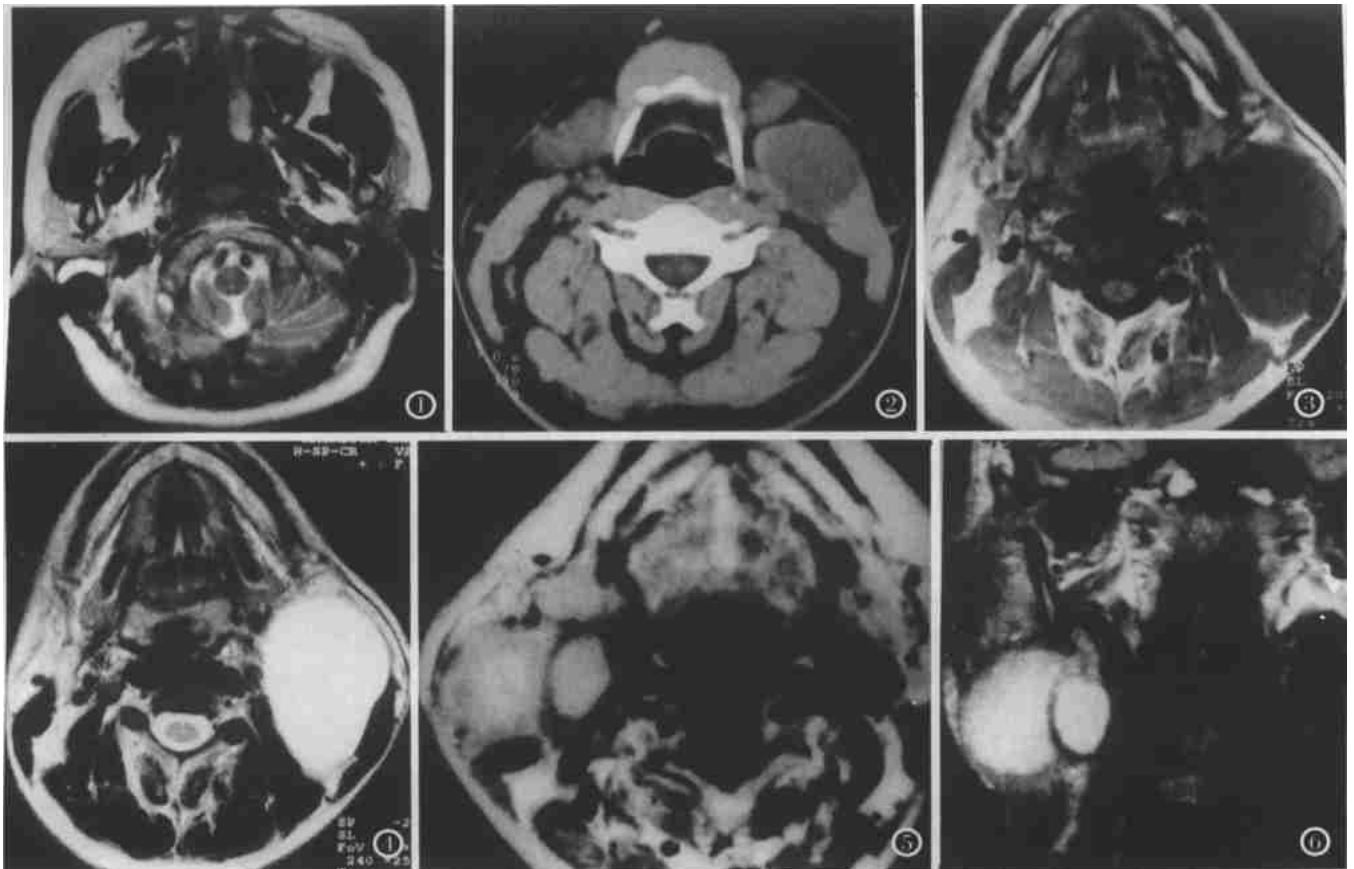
第一鳃裂囊肿。MRI上T₂WI表现为右侧腮腺上极条状高信号,边界清楚,与外耳道相通。图2 第二鳃裂囊肿, Bailey分型为I型,CT表现为囊肿边界清楚,位于左侧胸锁乳突肌的前缘,左胸锁乳突肌受压向后移位,颈动脉间隙内大血管向后内移位,左侧颌下腺向前移位。图3,4 第二鳃裂囊肿, Bailey分型为II型, MRI上见囊肿呈椭圆形,边界清楚,位于左胸锁乳突肌的前内侧,颈动脉间隙的外侧和颌下腺的后方,胸锁乳突肌受压向后外移位,颈动脉间隙大血管向内移位,颌下腺向前移位。T₁WI呈高信号, T₂WI呈高信号。图5,6 第二鳃裂囊肿(伴感染), Bailey分型为II型, MRI横断位加冠状位T₂WI表现为多囊(2个),囊壁厚,边界不清、毛糙,与周围软组织广泛粘连。
